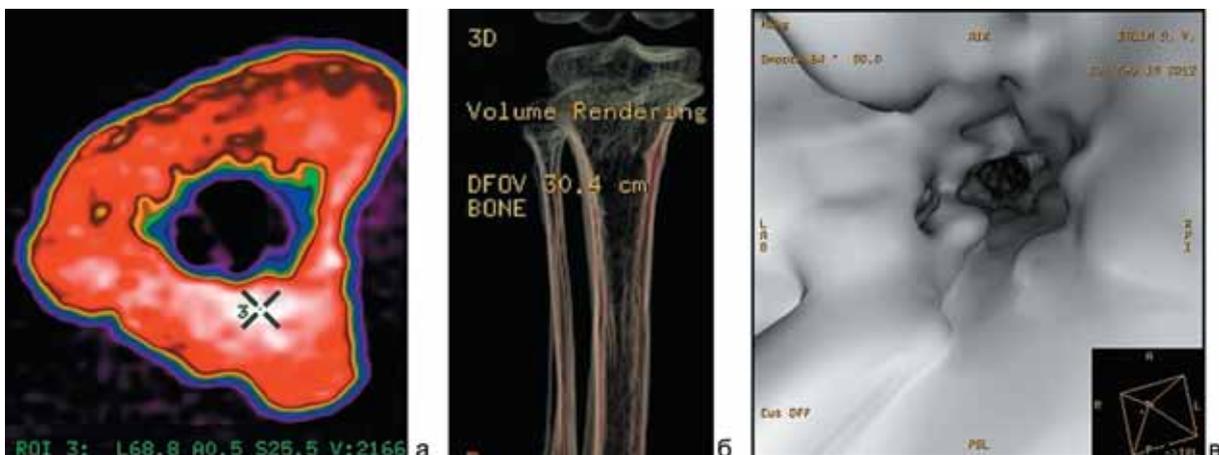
МСКТ голени больного Б., 10 лет. Ахондроплазия. Удлинение голени на 7 см: а – аксиальный срез, ColorMap; б – МРР, фильтр; в – вид изнутри в зоне новообразованной кости (навигация)
